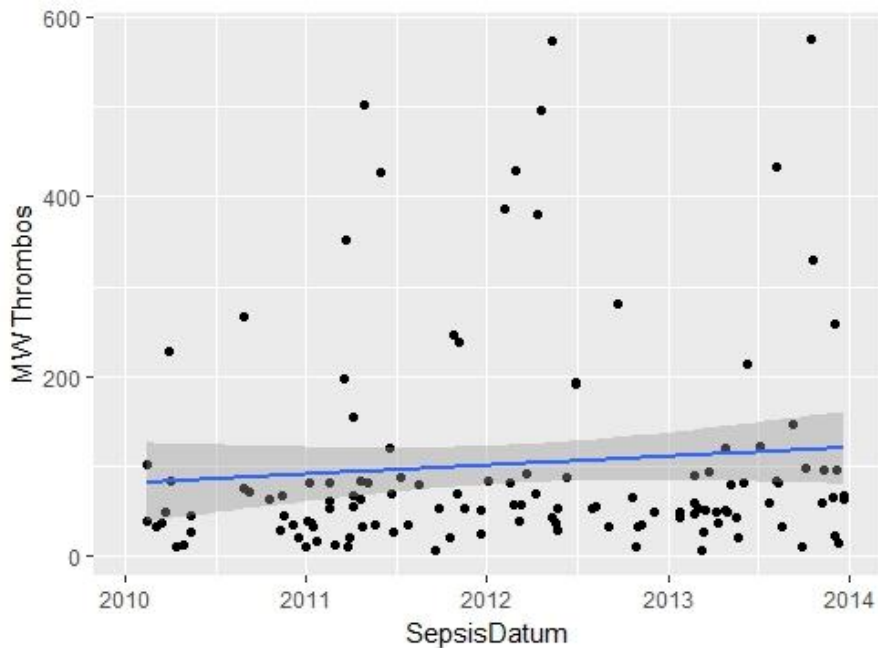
Thrombozyten-Werte als Transfusionstrigger für TK
